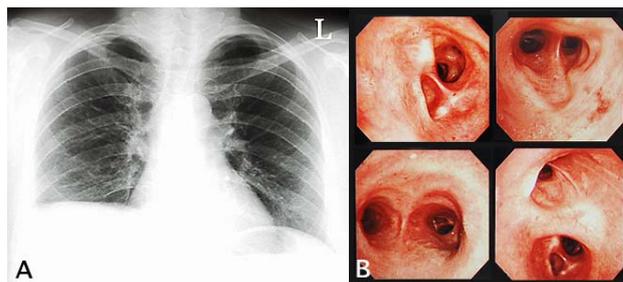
(A) Postoperative chest X-ray(1 year after operation) (B) Postoperative bronchoscopic findings(1 year after operation) reveal slight cicatricial change but no stenosis.
